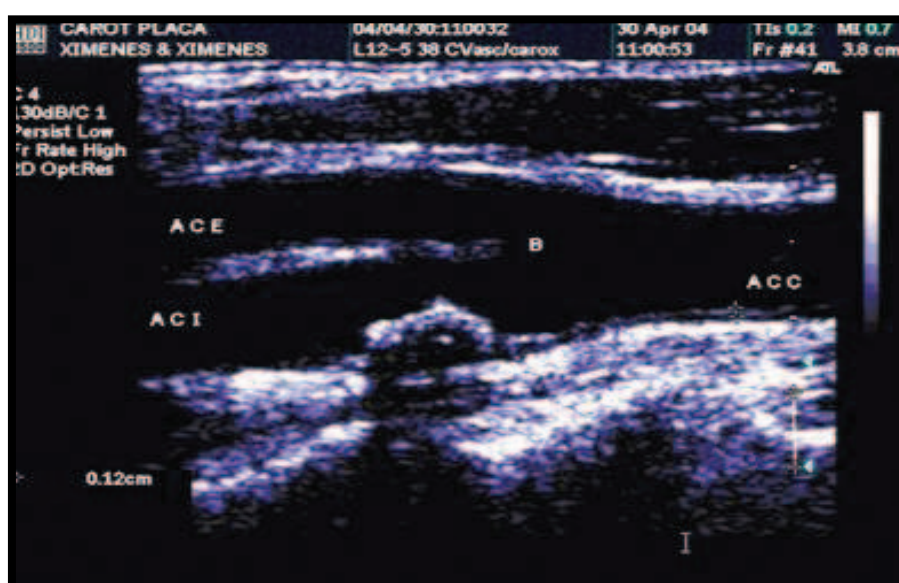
Ecodoppler Vascular de artéria carótida – Placa aterosclerótica.
